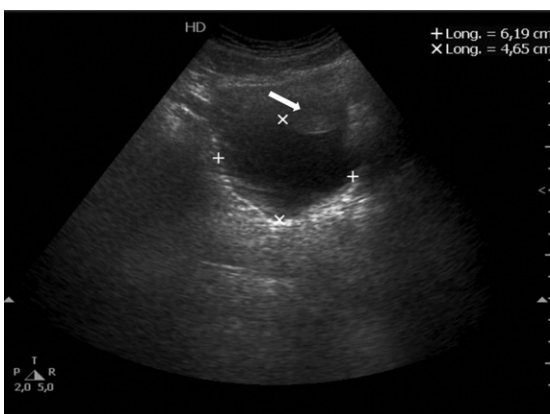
La ecografía abdominal muestra una lesión anecoica y homogénea de localización retrouterina. (Flecha blanca: útero).
